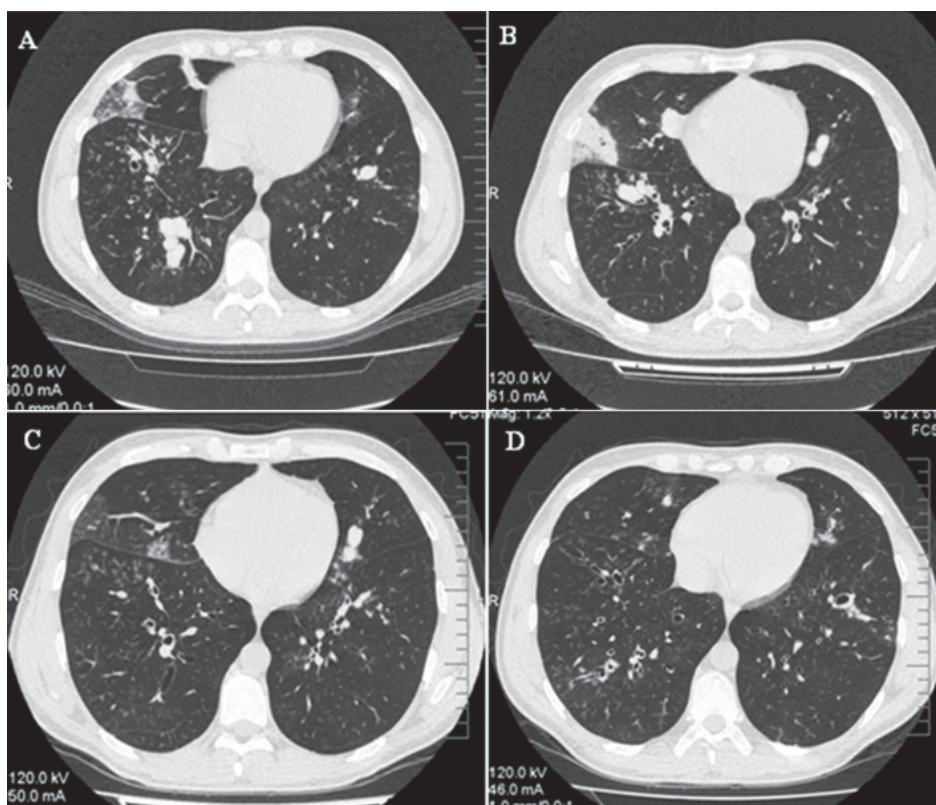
КТ органів грудної порожнини хворого Г., 36 років (власне спостереження), з діагнозом АБЛА. А, В — КТ зрізи до початку лікування, С, D — через 2 місяці лікування. Пневматизація легеневих полів нерівномірна (А, В), з ділянками м'якої інфільтрації по типу «матового скла», переважно в середній частці S4 і S8 справа. Веретеноподібні бронхоектази діаметром до 8–13 мм в сегментах S4, 5, 8, 9 з обох сторін, кількість секрету в яких значно зменшено (С, D) в порівнянні з попереднім дослідженням (А, В).
